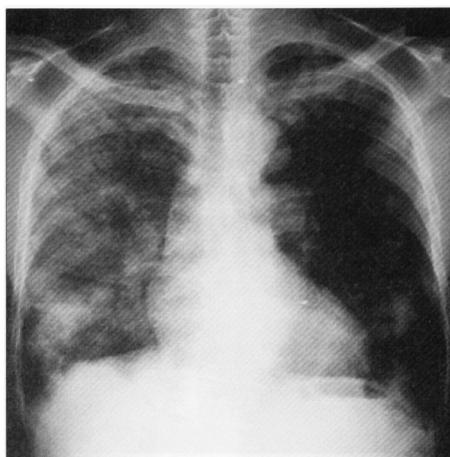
Chest X-P and CT at admission of an acute case of farmer's lung, who needed steroid pulse therapy (case 1).
